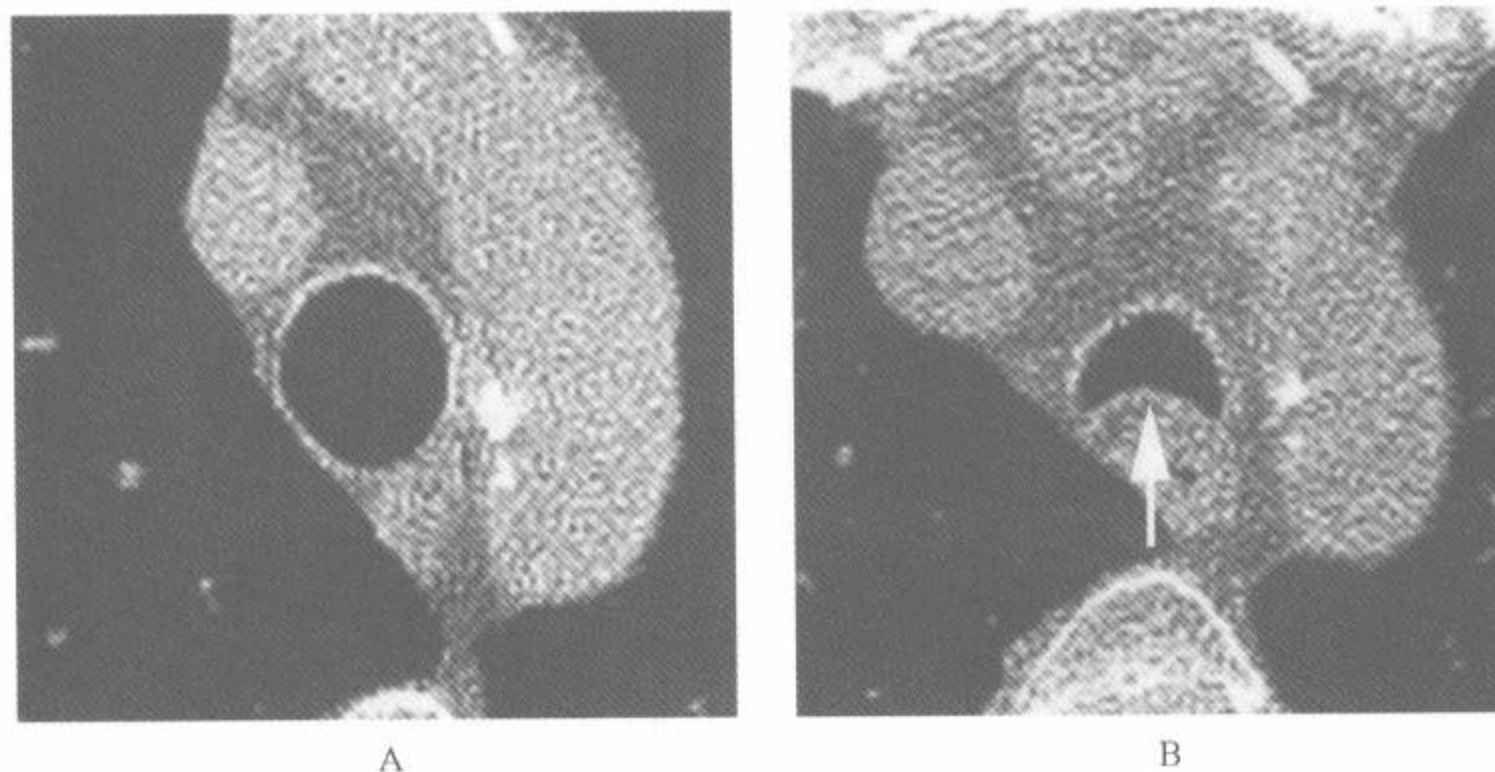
吸气 A 和呼气 B 扫描上气管的正常 HRCT 表现
